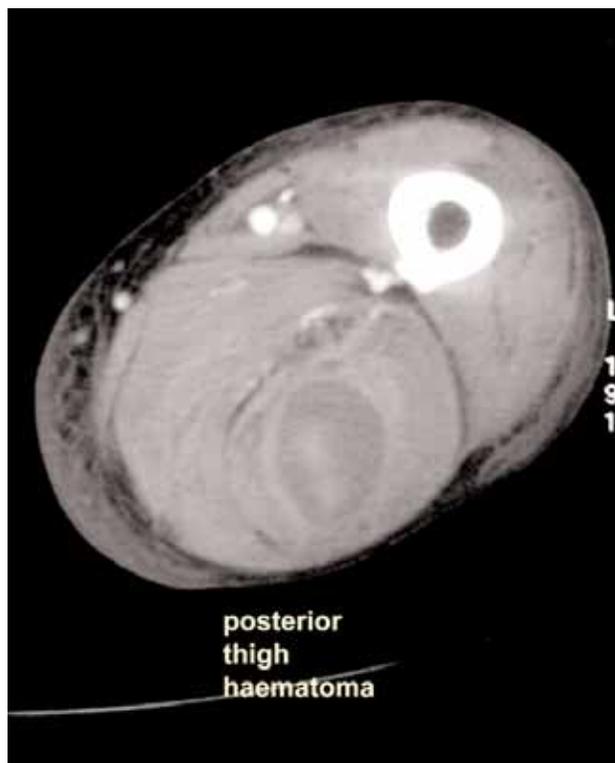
Ruptured mycotic popliteal aneurysm (CT angiography).
